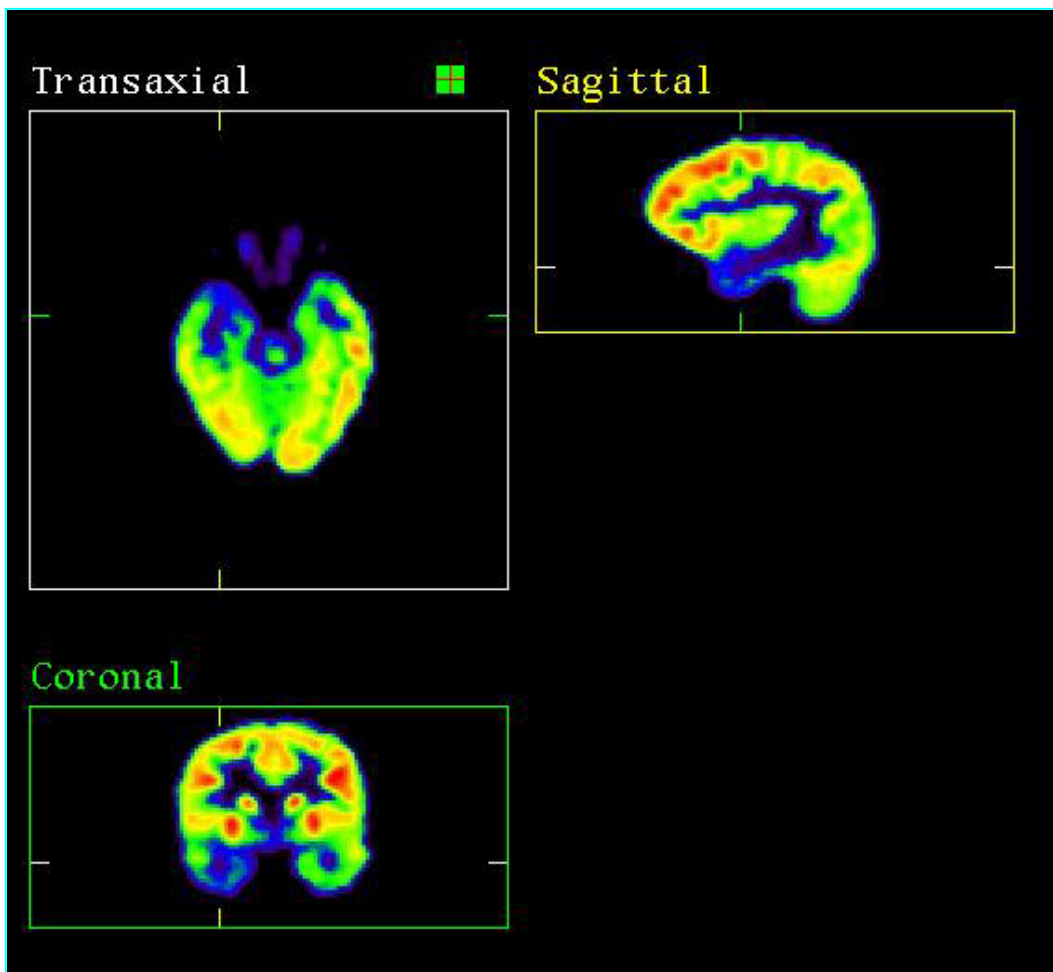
In dieser PET-Aufnahme bei einem 6-jährigen Jungen mit Temporallappen-Epilepsie rechts stellen sich die epileptogenen Hirnareale blau gefärbt dar, was dem verminderten Glucose-Metabolismus entspricht.
